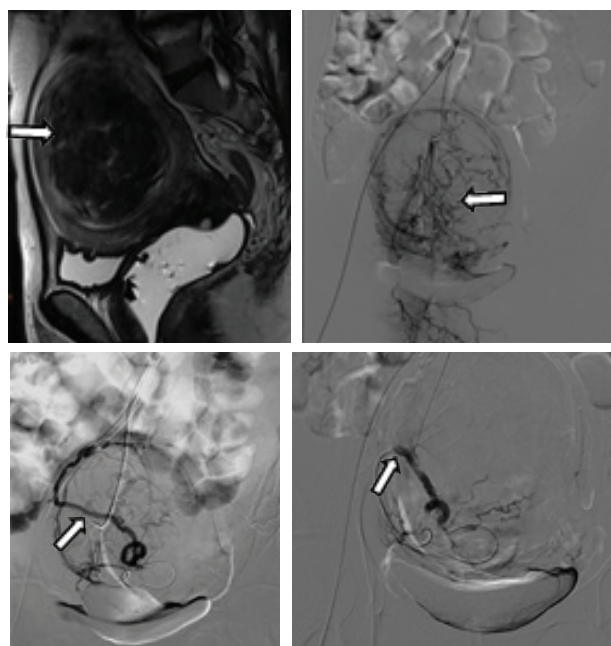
embolização de mioma uterino - Ressonância Magnética pélvica sagital ponderada em T2 com volumoso mioma uterino intramural (seta), à esquerda; Angiografia de subtração digital pré-embolização com partículas PVA, demonstrado riqueza vascular, imagens ao centro; Angiografia final com exclusão da vascularização do mioma, à direita (Imagens do PACS do CHUdSA).
